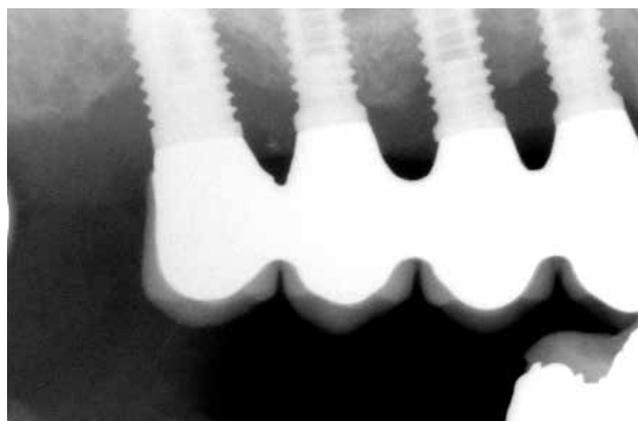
Perimplantite: l'immagine radiografica preoperatoria evidenzia la perdita ossea crateriforme circum-implantare
